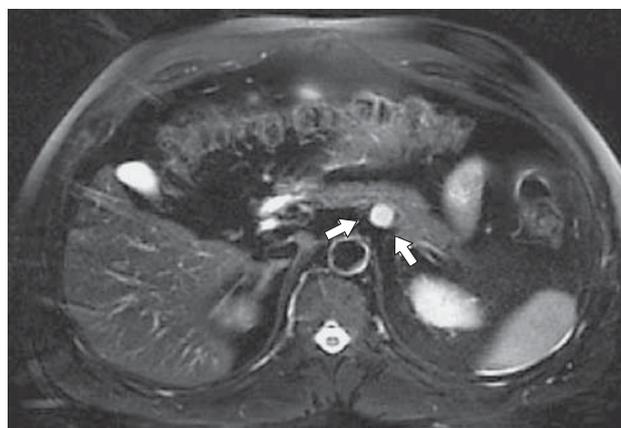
Магнитно-резонансная томограмма. НЭО тела ПЖ (стрелки), T2-взвешенное изображение.
